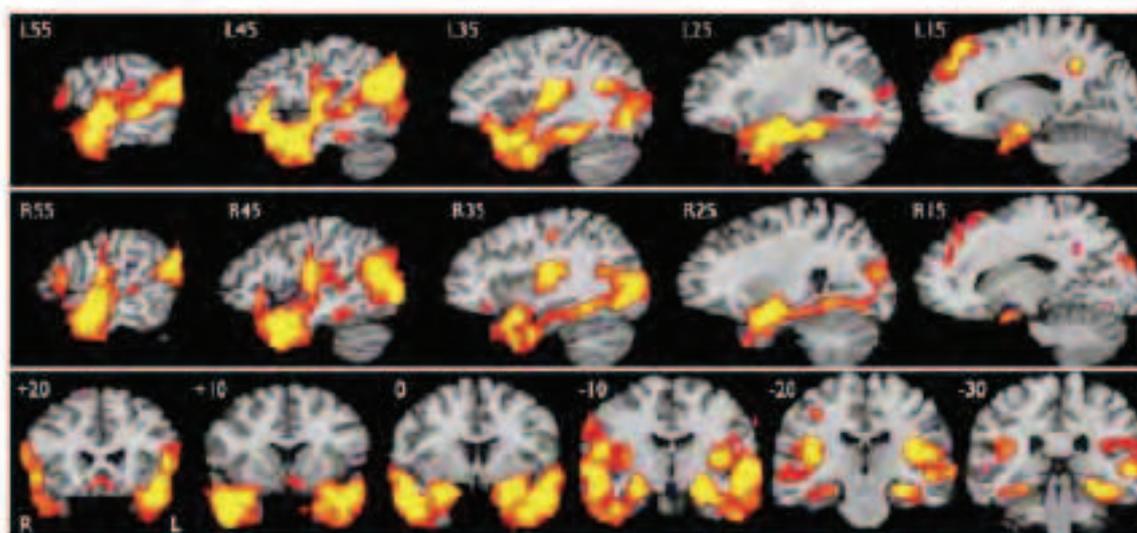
Resonancia Magnética funcional en activación lóbulo temporal para “concepto social”
